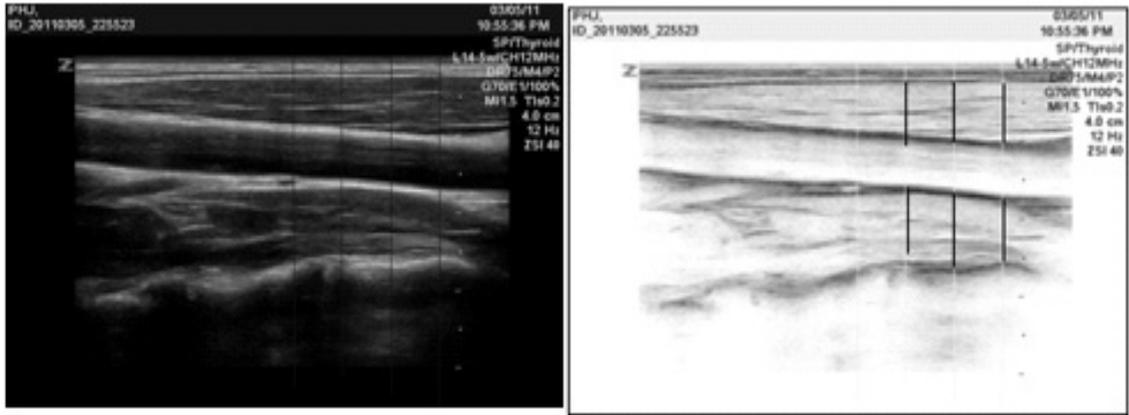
Ultrasonographic of 22mmHg pressure (pre-exercise)
